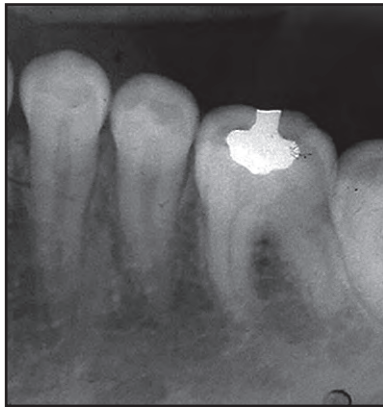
Radiografía Periapical de Órgano Dentario 36
